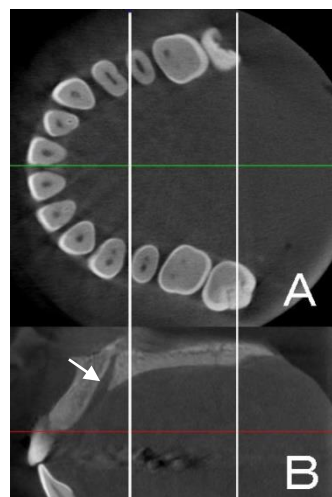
口蓋正中部の水平断（A）と矢状断（B）のCBCT画像。白線は第二小臼歯と第二大臼歯付近を示す。矢印は切歯管を示している。
